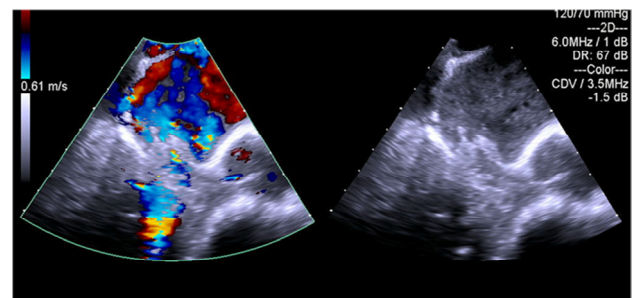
Transesophageal echocardiogram reveals severe mitral regurgitation associated with multiple ruptured chordae.
